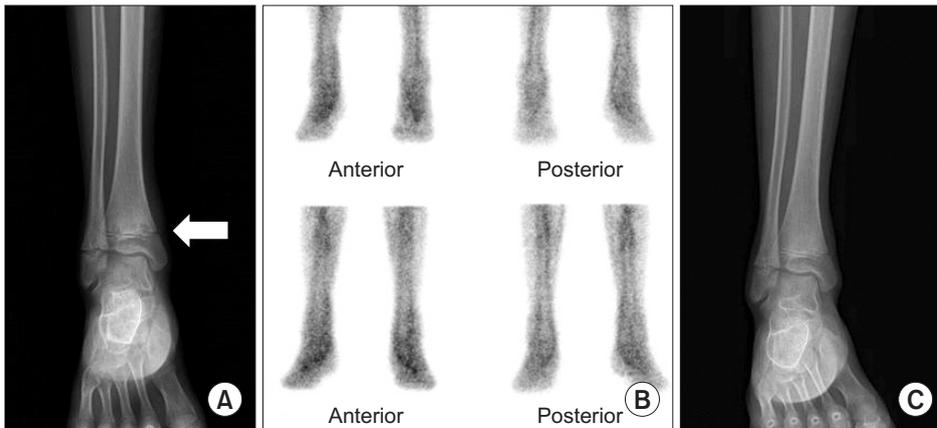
(A) Anterior-posterior plain radiograph of the right ankle shows an osteolytic lesion on the physal plate at the distal tibia. (B)  $^{99m}\text{Tc}$ White blood cell scan shows no definite evidence of abnormal radioactivity suggesting an infectious lesion. (C) Anterior-posterior plain radiograph of the right ankle shows a reduction in the osteolytic lesion after six months.
